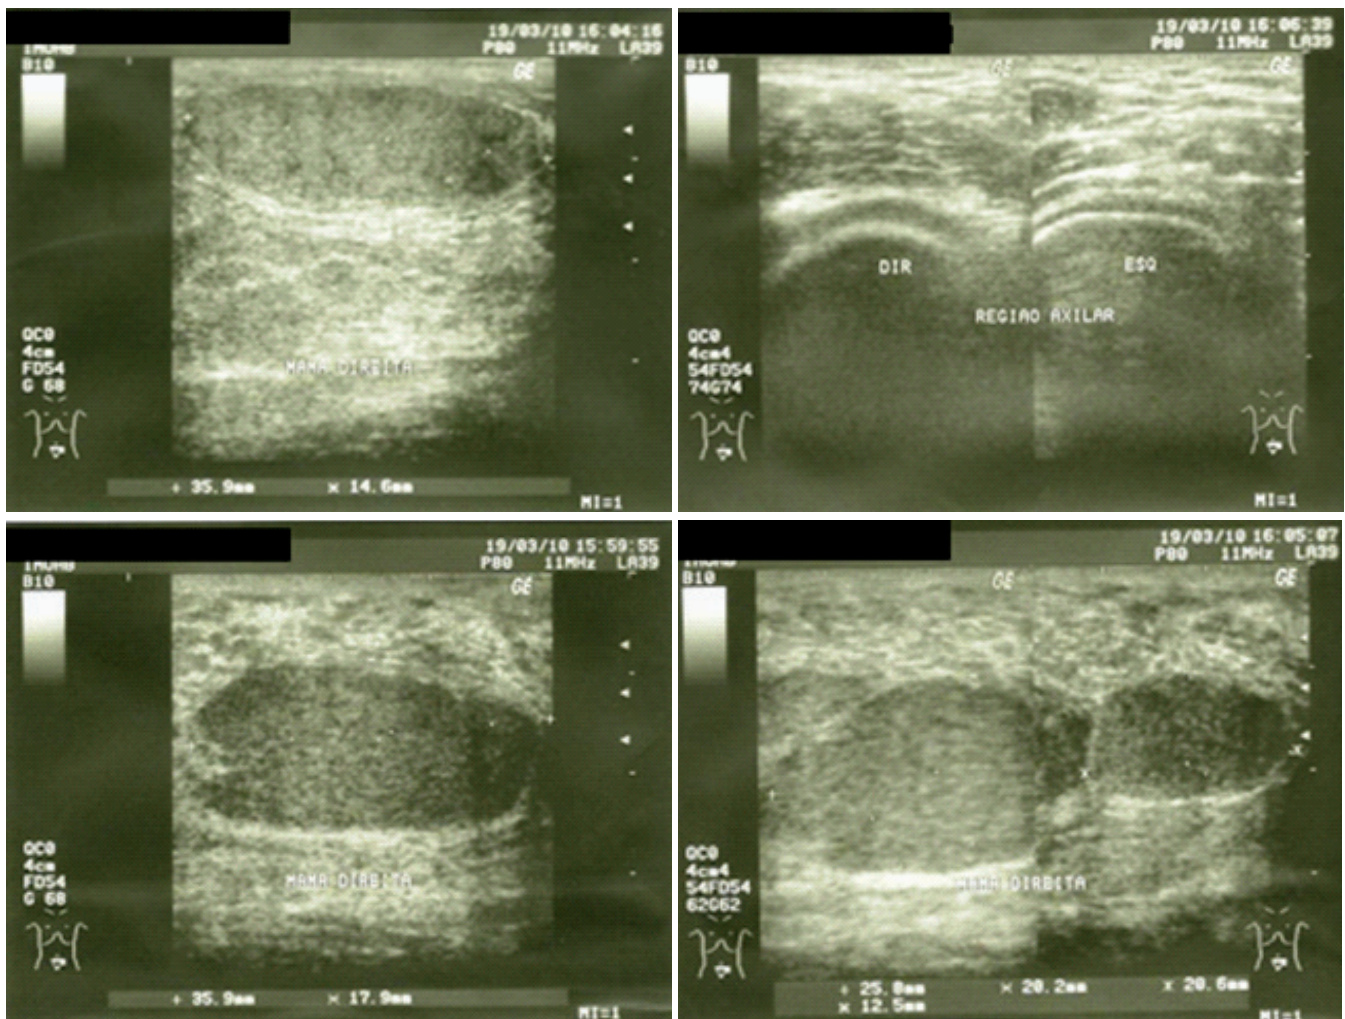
Ultrassonografia mostrando a presença de diversas formações nodulares
